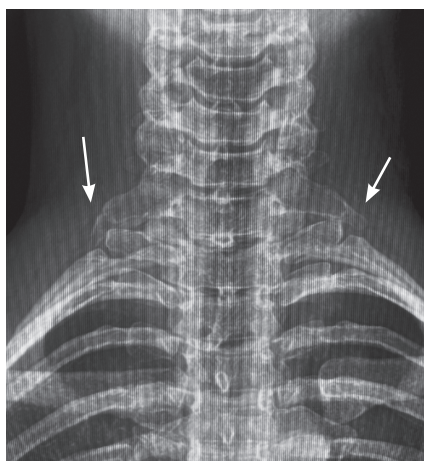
Рентгенография пациента Г. Определяются двусторонние слабонервированные шейные ребра. Стрелки указывают на недоразвитые двусторонние шейные ребра (из личного фотоархива Л.М. Стрелковой)
